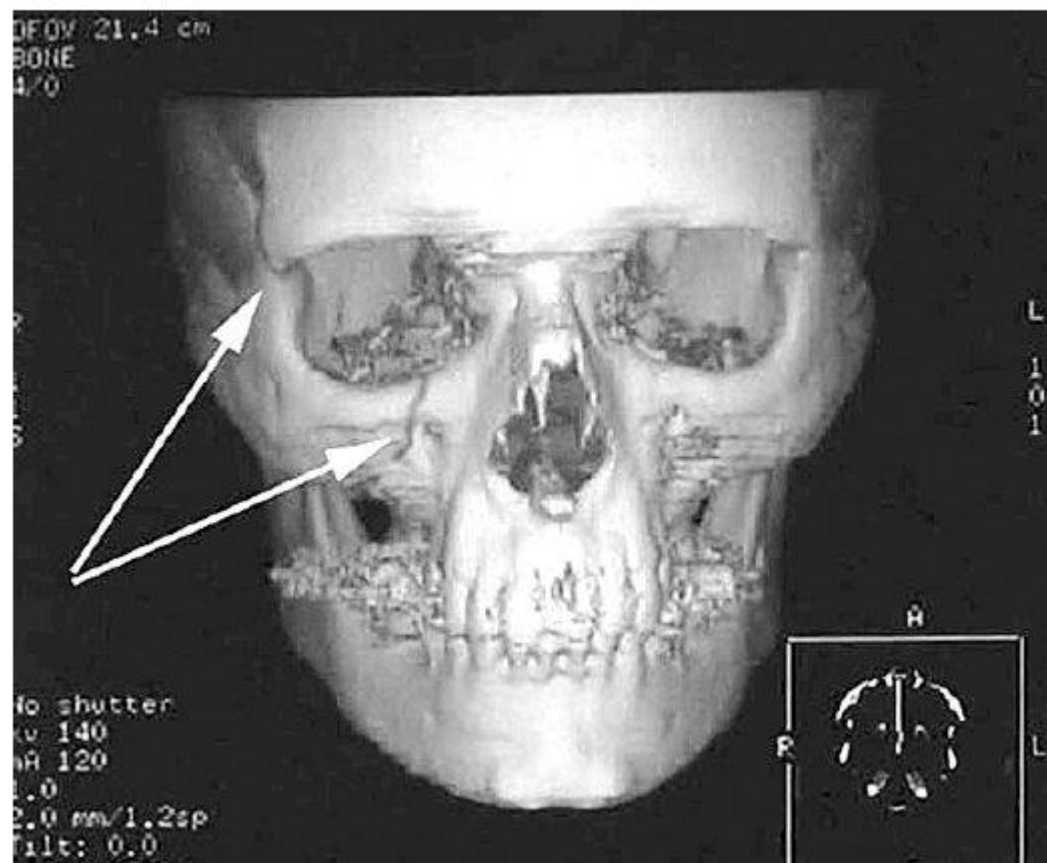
Перелом правой скуловой кости без смещения (линии переломов указаны стрелками). 3D-КТ – прямая проекция.
